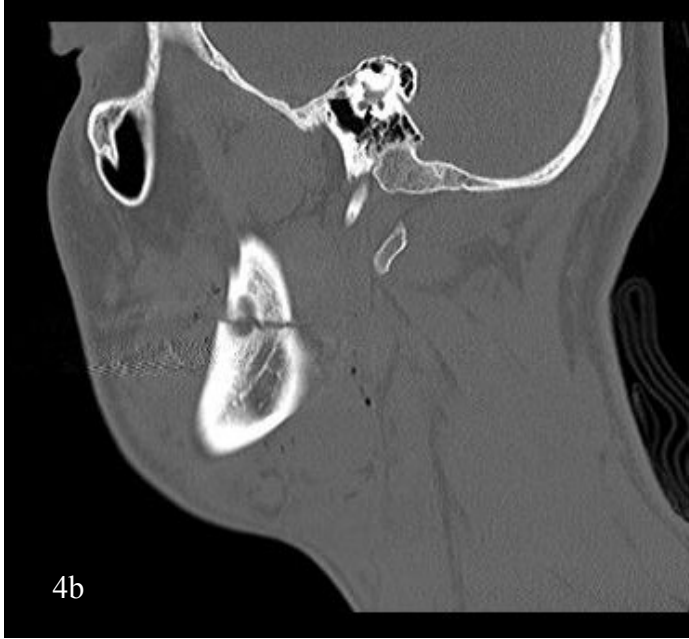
Sağ deplase korpus kırığı axiel BT görüntüsü
